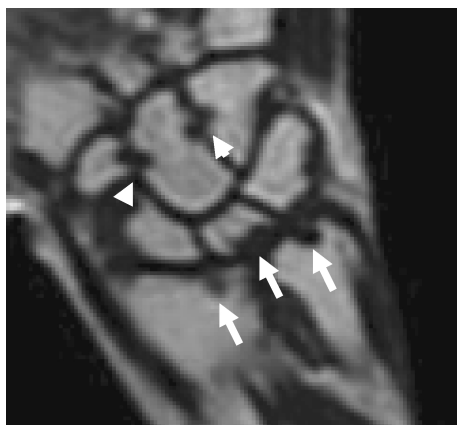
Pitfalls in scoring MR images of rheumatoid arthritis. Coronal T1-weighted image of the right hand in a rheumatoid patient demonstrates erosions of radius, ulna, and lunate (arrow). In addition, attachment sites of interosseous ligaments to trapezoid, capitate, and hamate mimic erosions (arrowheads).
